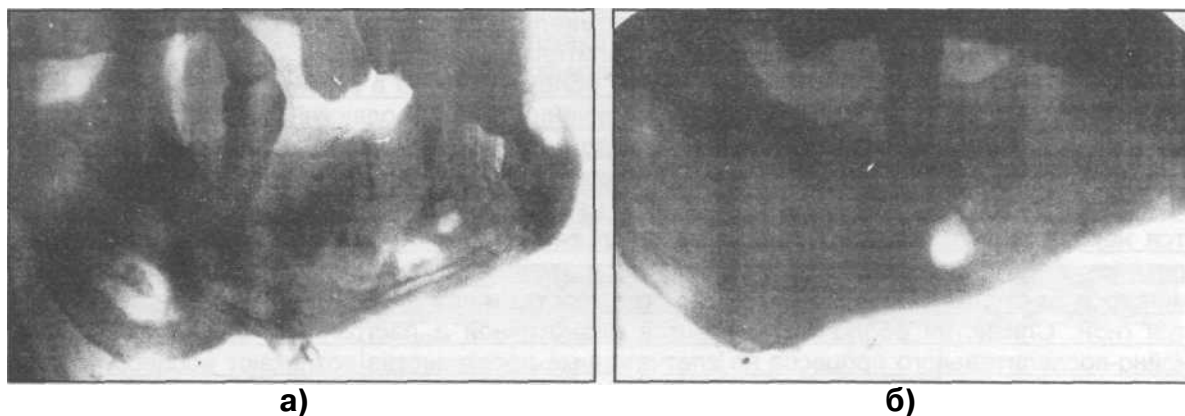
Рентгенограмма нижней челюсти больных с гнездовой формой хронического одонтогенного остеомиелита (а, б).
